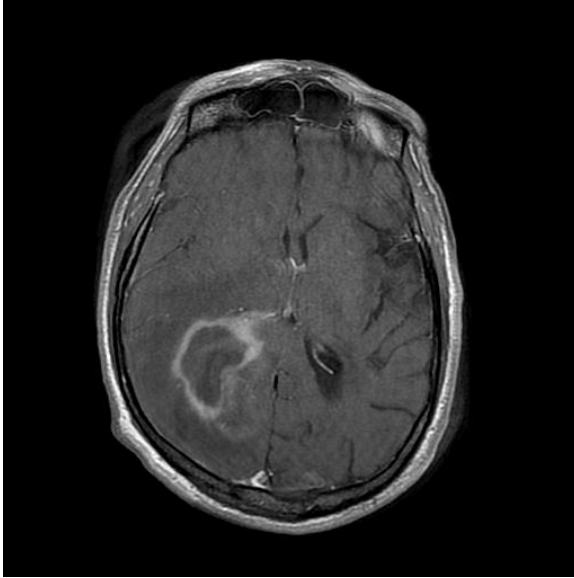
Lymphome cérébral primitif. Sur l'IRM, coupe axiale T1 avec injection de gadolinium. Lésion hypoT1 avec prise de contraste en périphérie¹⁹
